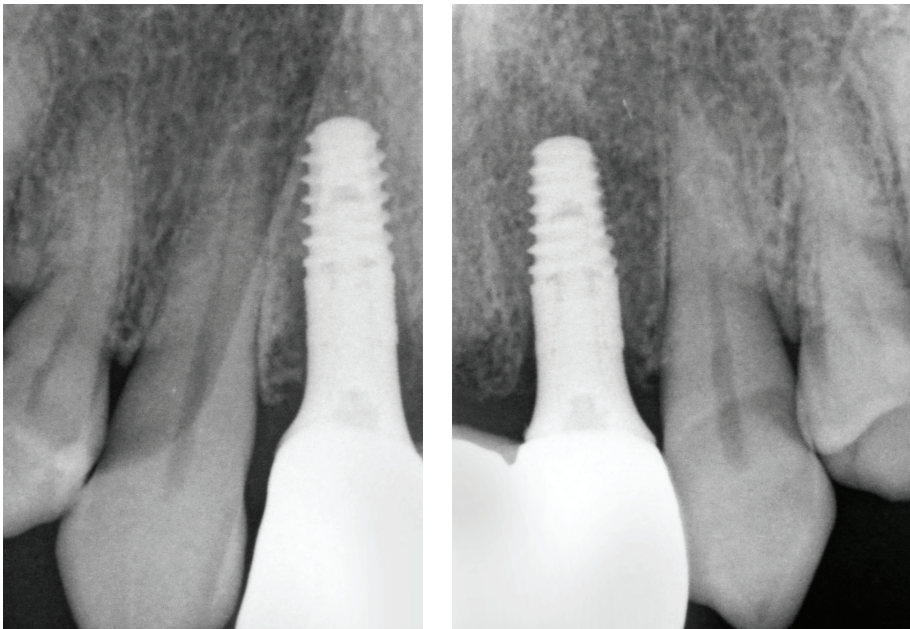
Röntgenkontrolle nach Eingliederung der aus ZrO-Keramik hergestellten Brücke.
